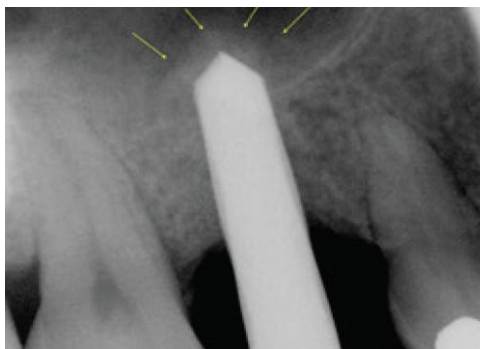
Radiographie foret Densah® 3.0mm en place
